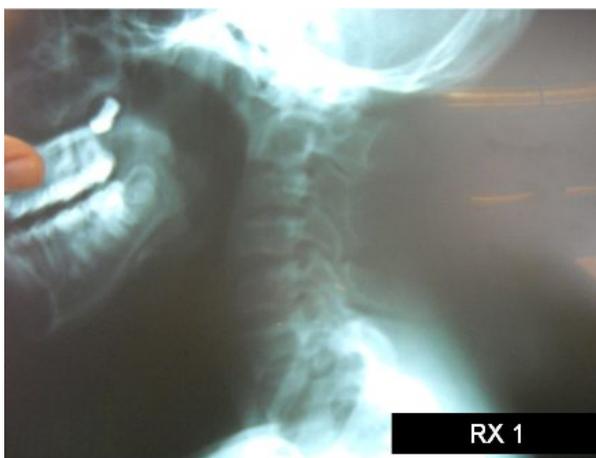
Radiografía de la columna cervical en la que se observan las megalopósis espinosas de las vértebras.
